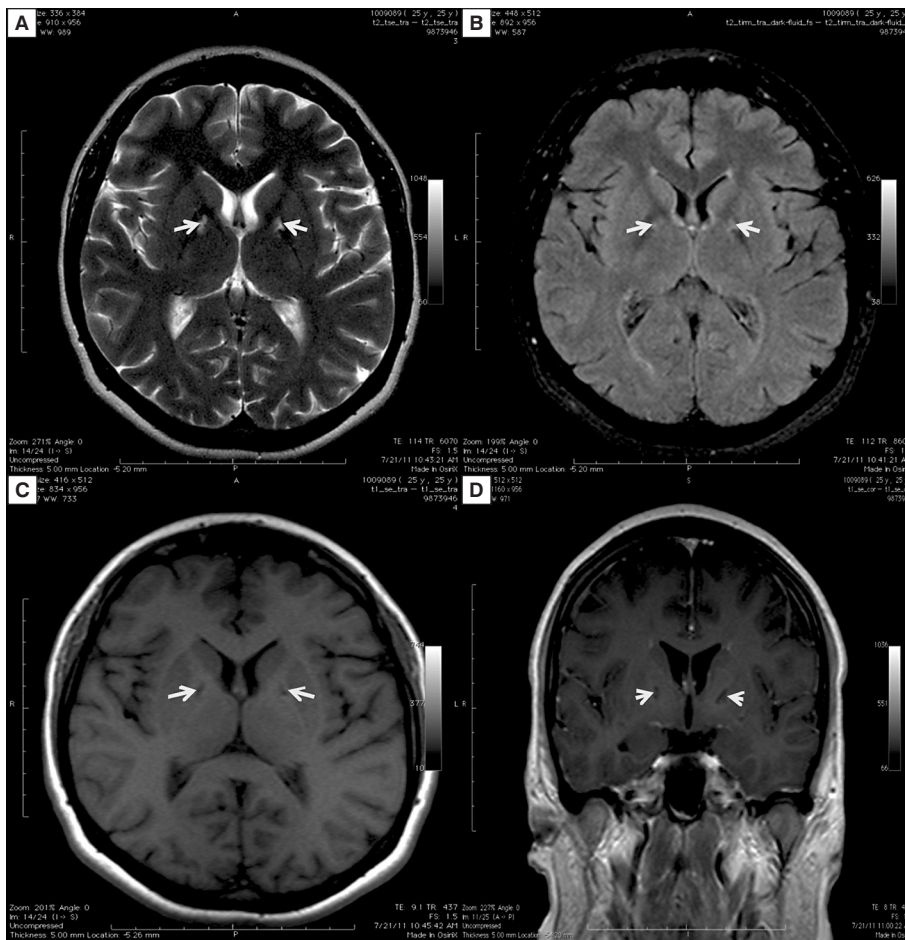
Badanie rezonansu magnetycznego (chora MP); obrazy T1-zależne (A), T2-zależne (B), FLAIR (*fluid attenuated inversion recovery*) (C) i obrazy T1-zależne po dożylnym podaniu środka kontrastowego (D) — nie wykazano zakrzepicy zatok żylnych mózgowia, w obu gałkach błędnych natomiast ujawniono asymetryczne (większe po lewej stronie) ogniska hiperintensywne w obrazach T1- i T2-zależnych oraz FLAIR. Ognisko w lewej gałce błędnej charakteryzowało się niejednorodnością wyrażoną we wszystkich obrazach jako obecność obszaru izo/hipointensywnego w jego centralnej części. Oba ogniska ulegały silnemu wzmocnieniu kontrastowemu
